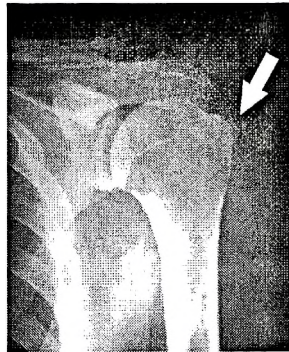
Рентгенограмма плечевого сустава. Тендиноз ротаторной манжеты и тендопериостит большого бугорка плечевой кости (стрелка).
